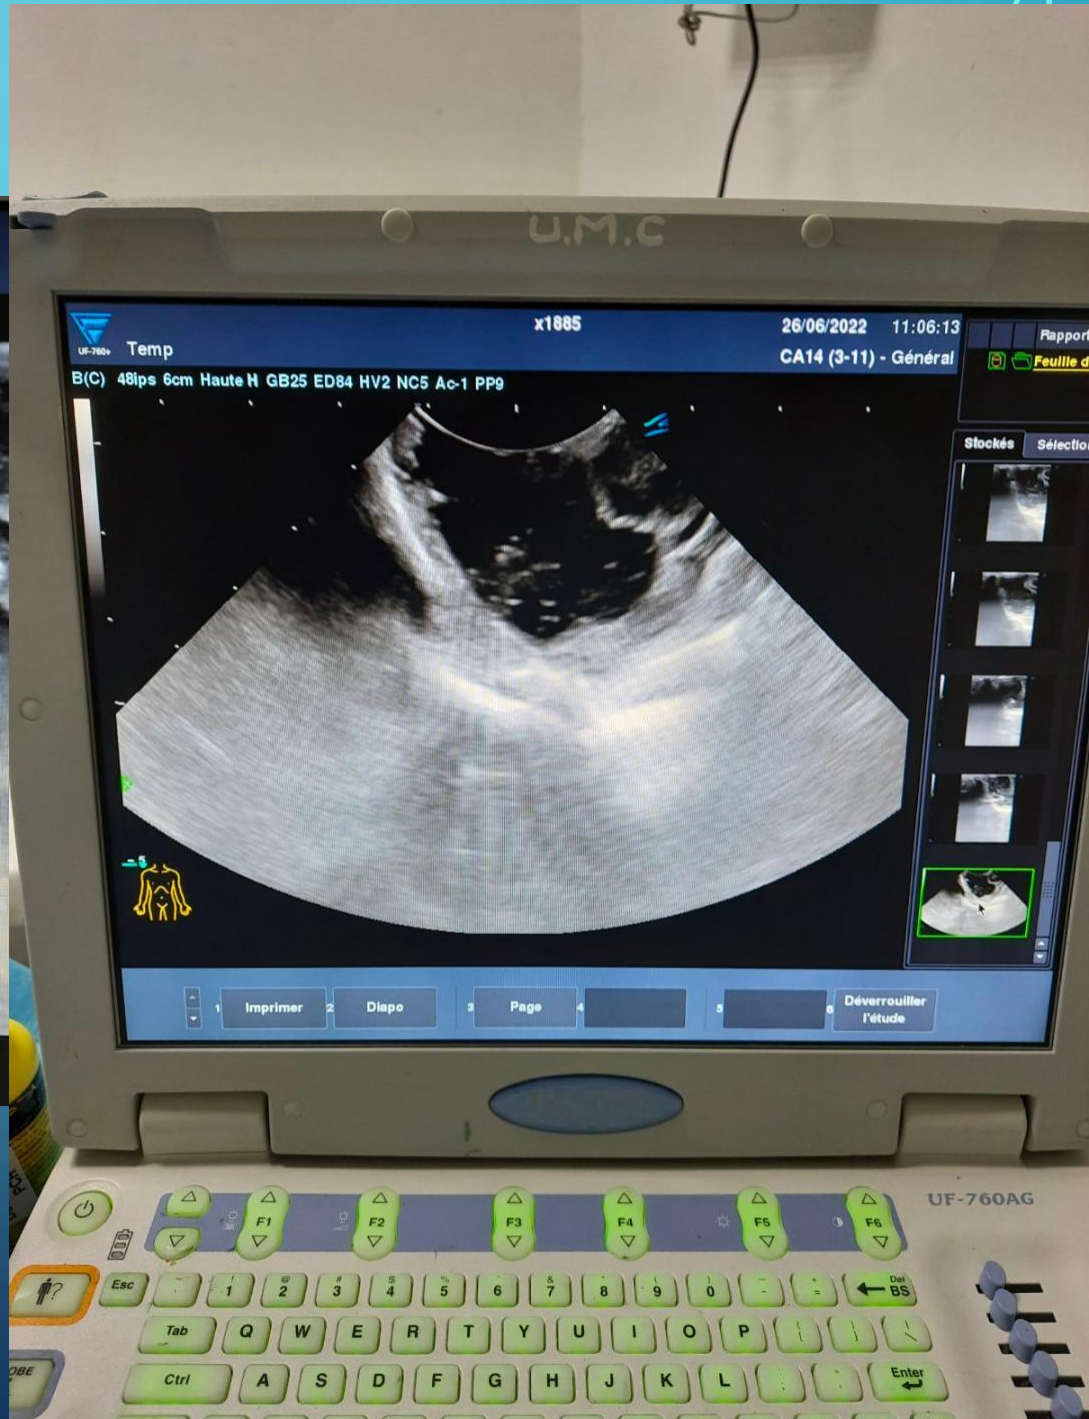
En haut : échographie post opératoire d'une métastase. En bas : IRM en coupe coronale chez le même patient. En rouge les limites de la cavité opératoire, en bleu la zone péri tumorale.
